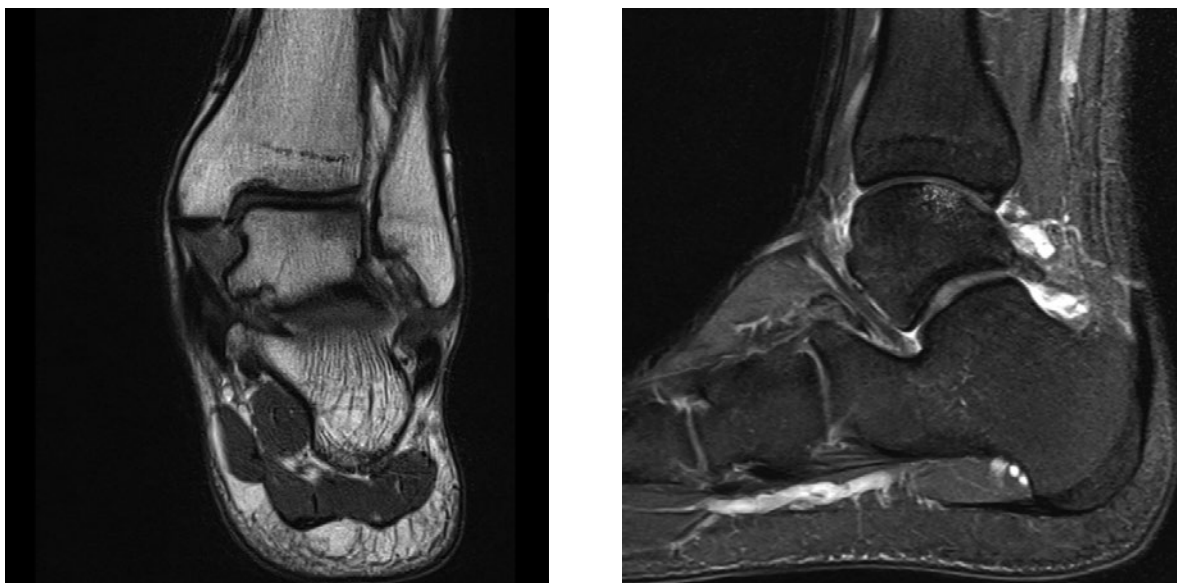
МРТ пациента Н. через 24 месяца после операции
